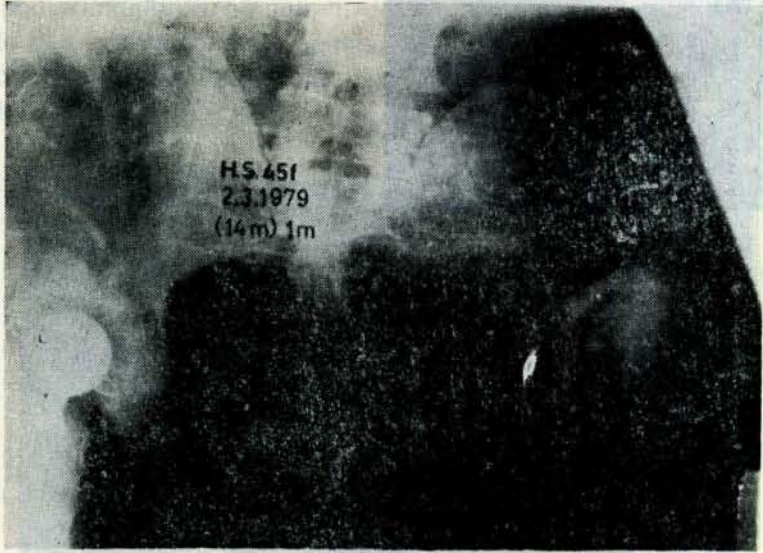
4 — Aynı olgunun Harris yöntemine uygun olarak total protez uygulanan sol kalçasının ameliyattan iki ay sonra çekilen radyografisi.
